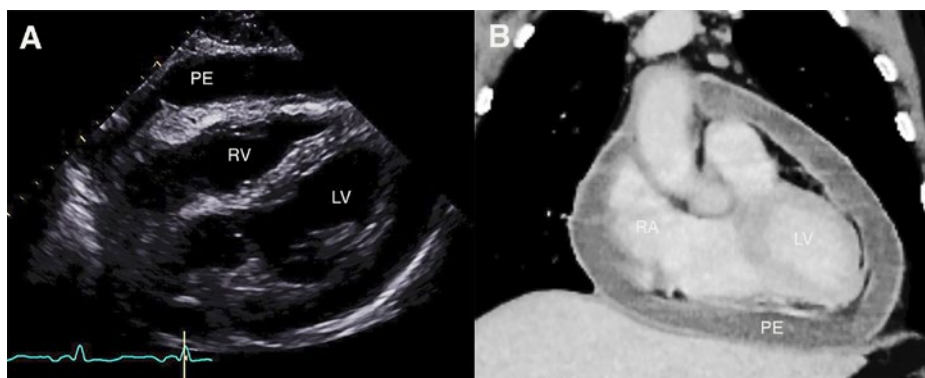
Grosser Perikarderguss mit fibrinösen intraperikardialen Ablagerungen. A) Transthorakale Echokardiographie, subkostale Anlotung; B) Thorax-Computertomogramm, Frontalschnitt. RV: rechter Ventrikel; LV: linker Ventrikel; RA: rechtes Atrium; PE: Perikarderguss.
